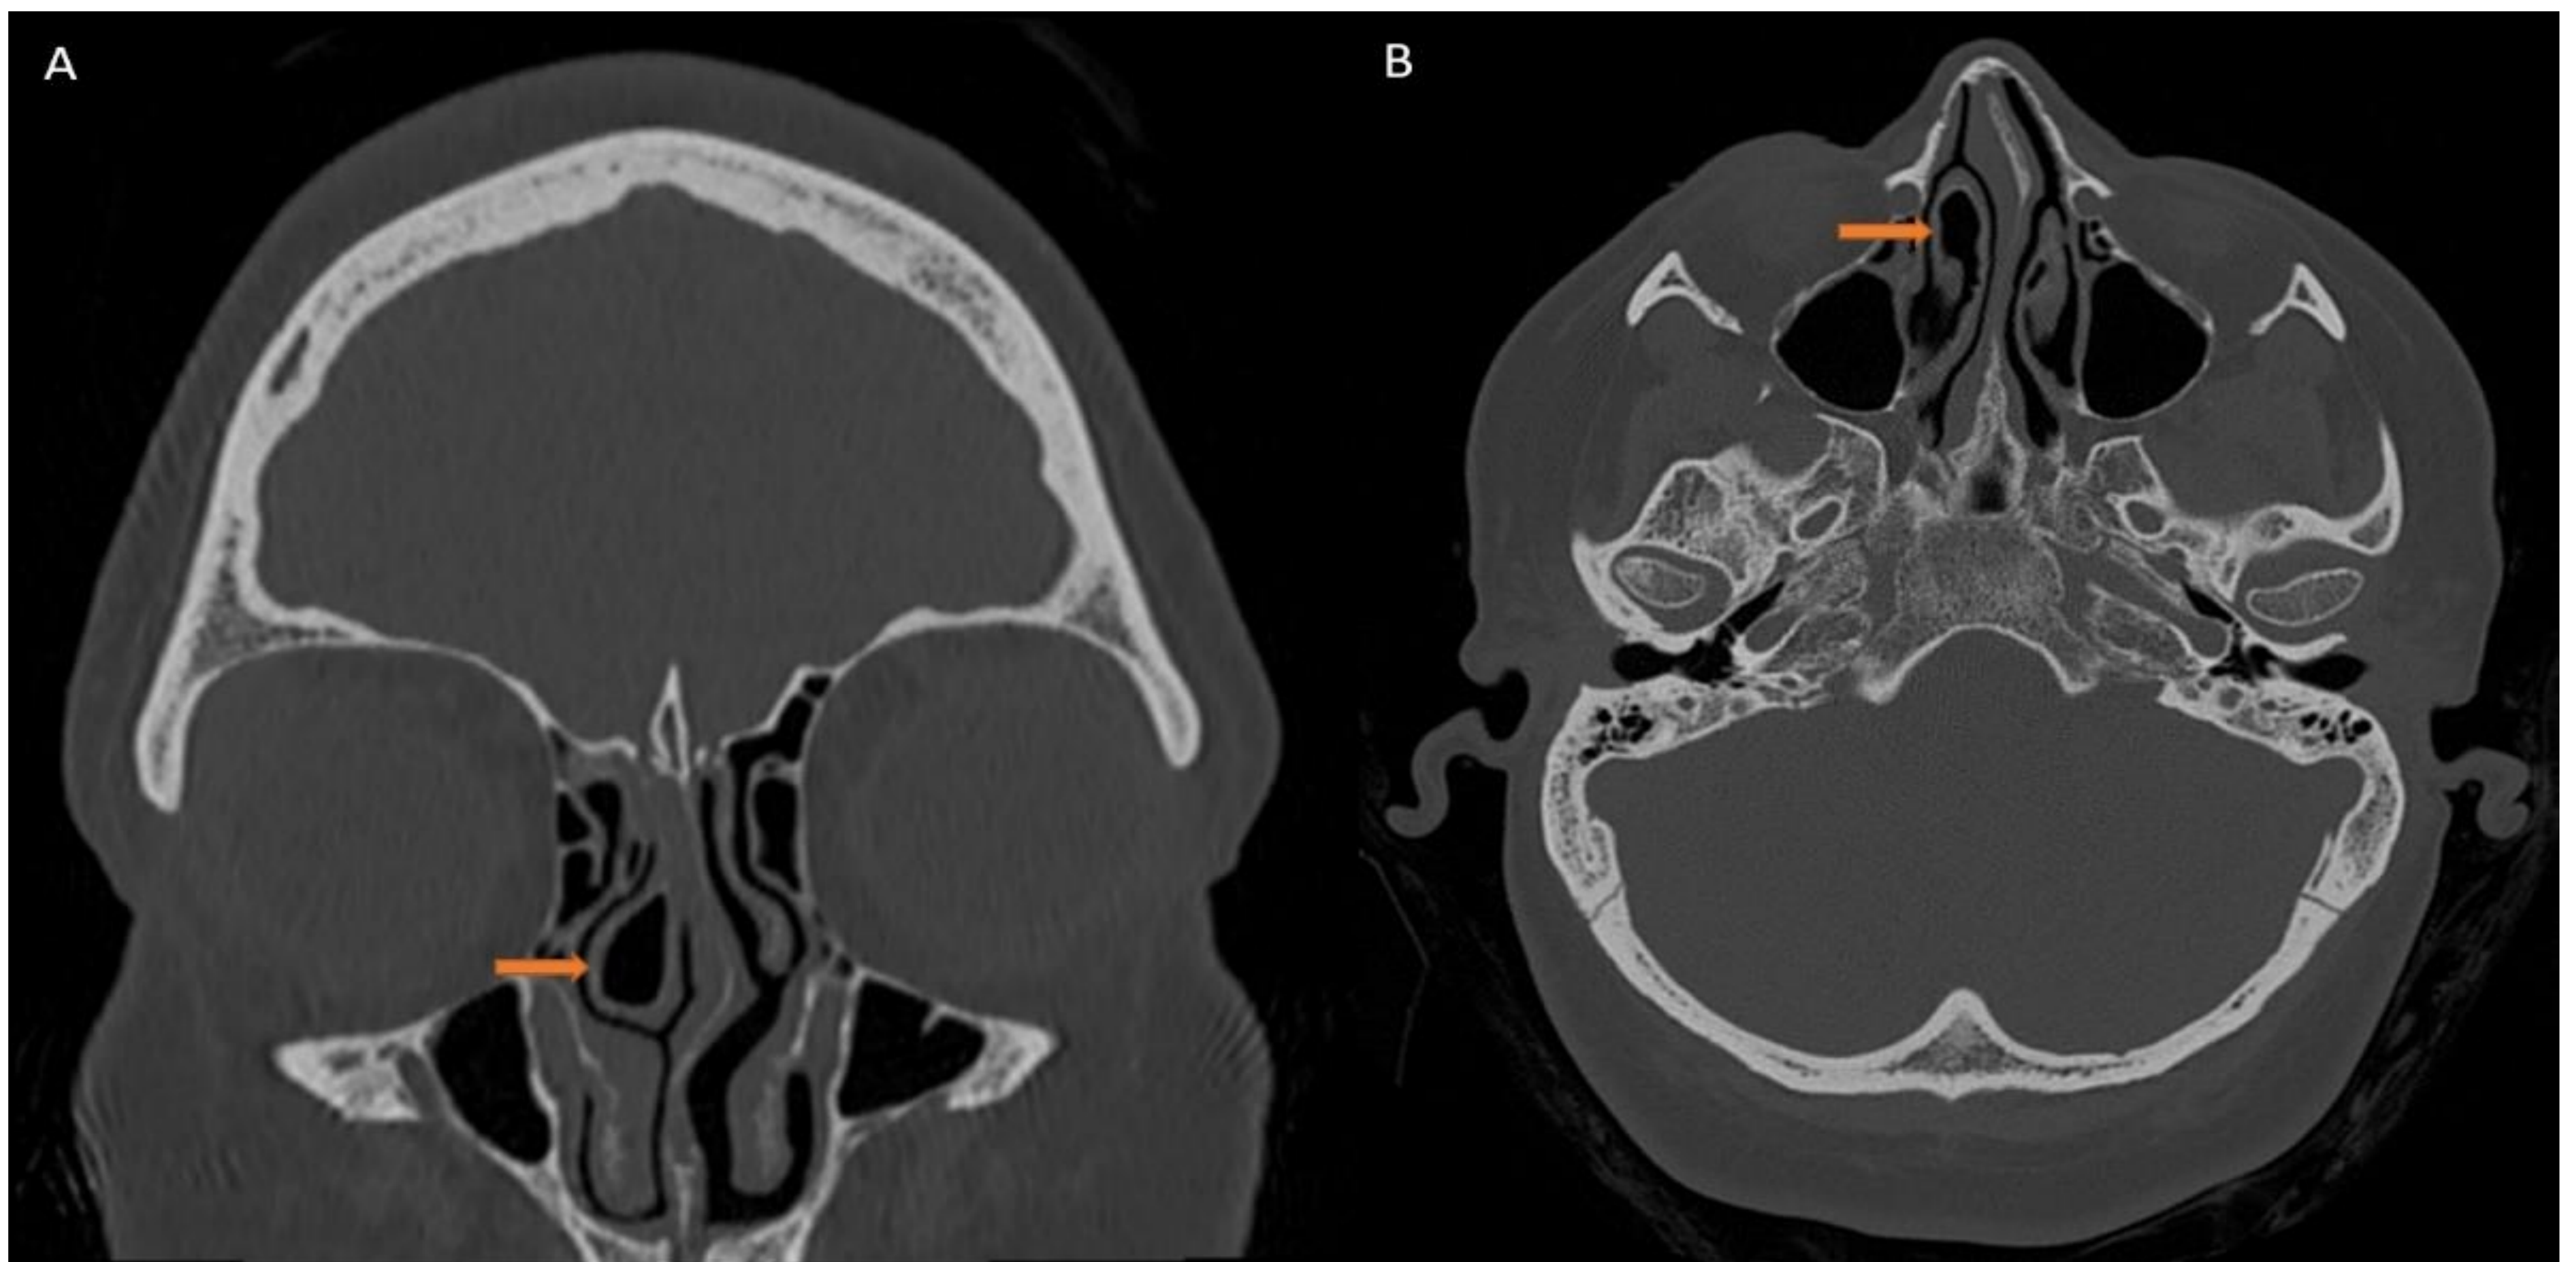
TC axial y sagital con ventana hueso: Concha bullosa.
